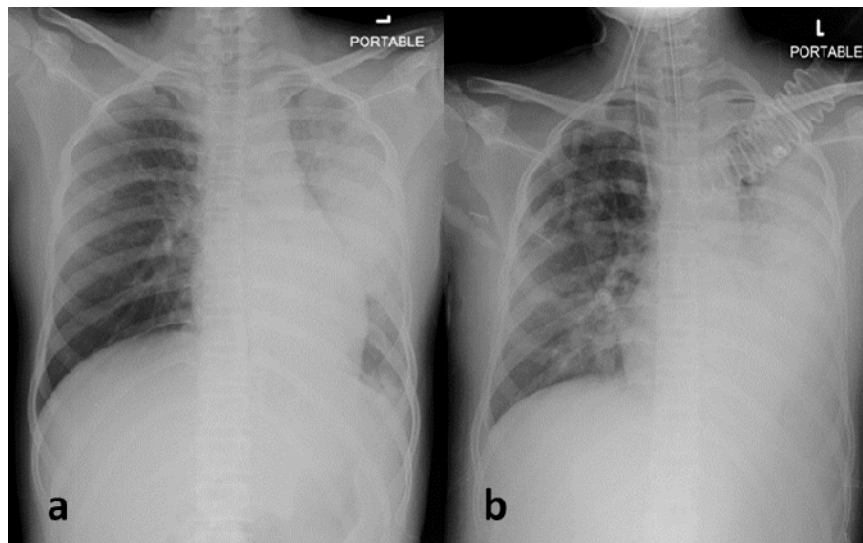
Chest radiography initially revealed consolidation of left upper lung and left lingular lobe (a), and subsequently significant increase of consolidation with air bronchogram involved almost entire left hemithorax and new patchy infiltrations at right lung (b)
